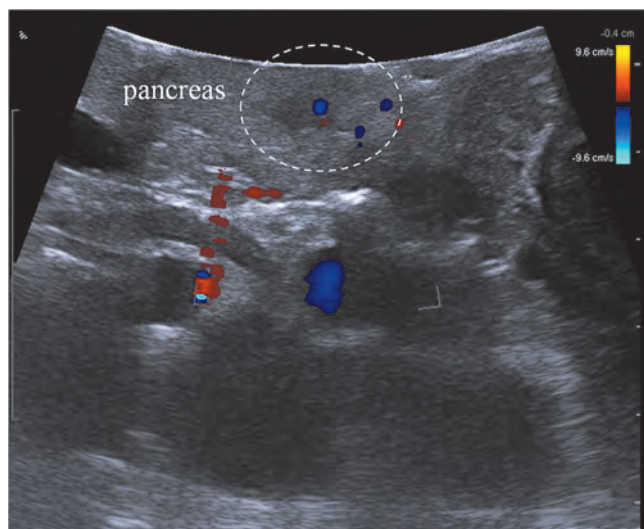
Изображение ИОУЗИ. Неэпидемиологический. В паренхиме поджелудочной железы (*pancreas*) визуализируются гипоэхогенные зоны с умеренной васкуляризацией (указаны пунктиром).
